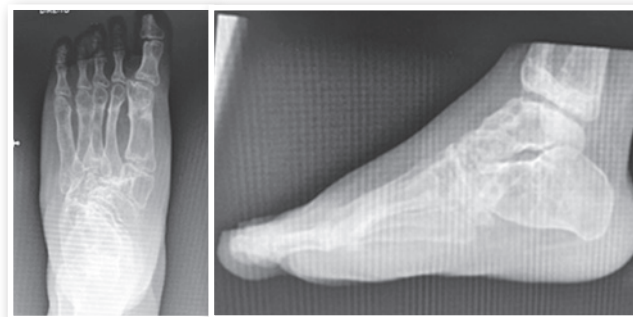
Radiografias após correção com fixador externo.
